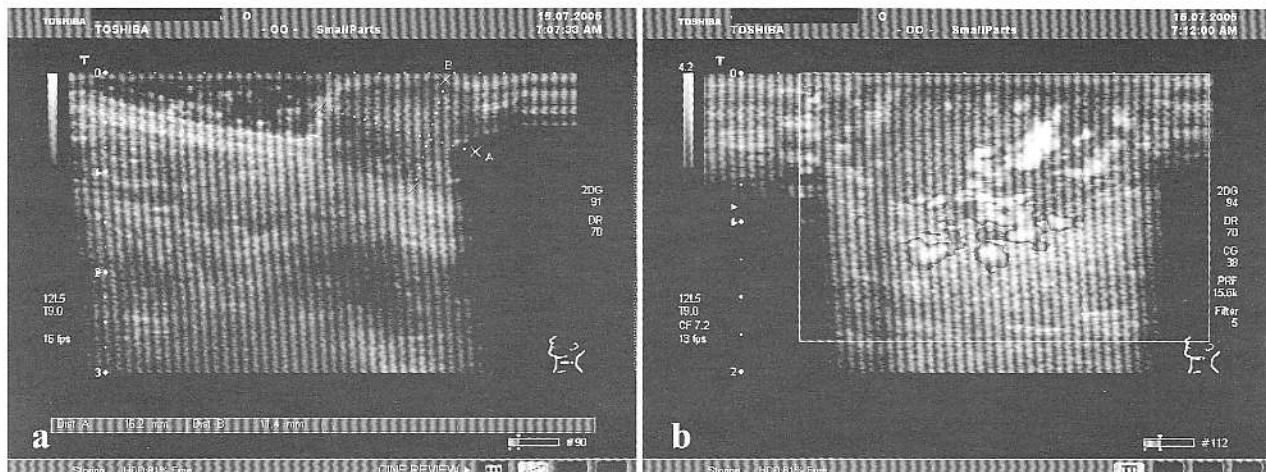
Melanom cutanat malign – explorare în scară gri (a) și importanța explorării Doppler color (b) cu evidențierea exacerbării circulației intratumorale.
